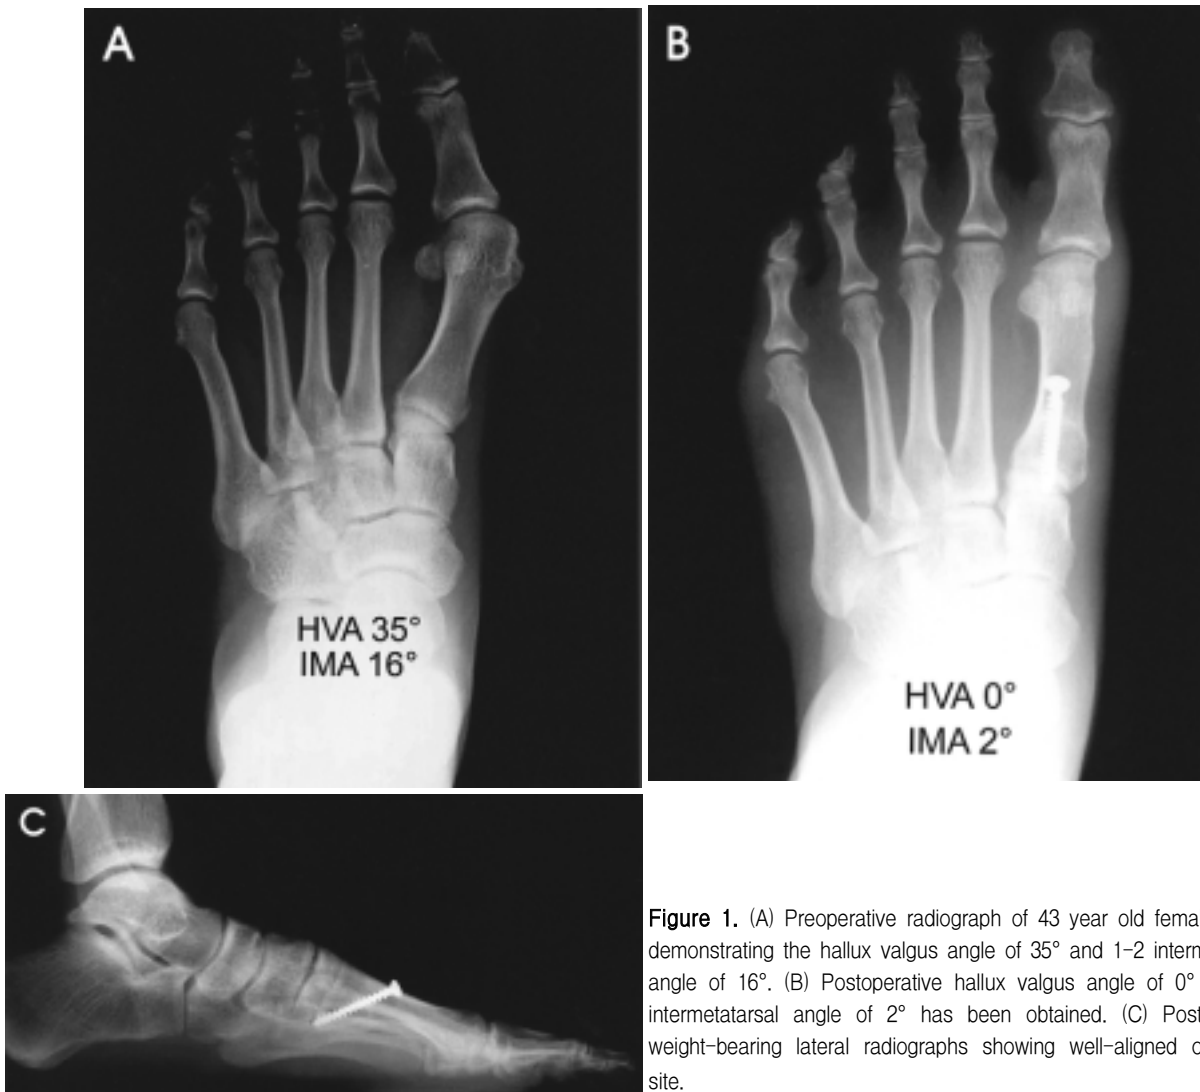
(A) Preoperative radiograph of 43 year old female patient demonstrating the hallux valgus angle of 35° and 1-2 intermetatarsal angle of 16°. (B) Postoperative hallux valgus angle of 0° and 1-2 intermetatarsal angle of 2° has been obtained. (C) Postoperative weight-bearing lateral radiographs showing well-aligned osteotomy site.
